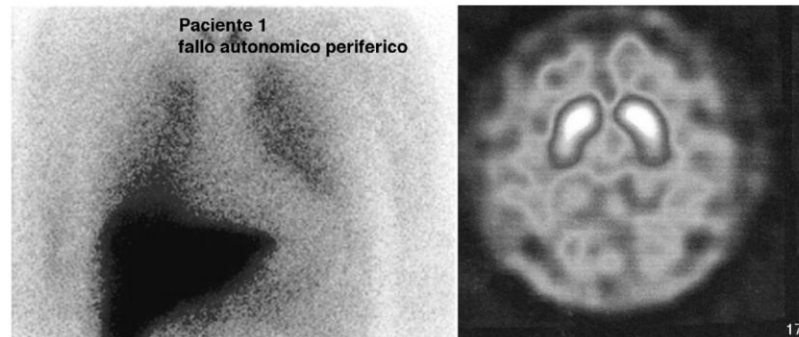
Pruebas de medicina nuclear en el primer caso, a la izquierda en la SPECT-MIBG cardíaca se observa una importante hipocaptación cardíaca. En la derecha figura el SPECT 123-I-FP-CIT (DAT-SCAN) que es normal.
